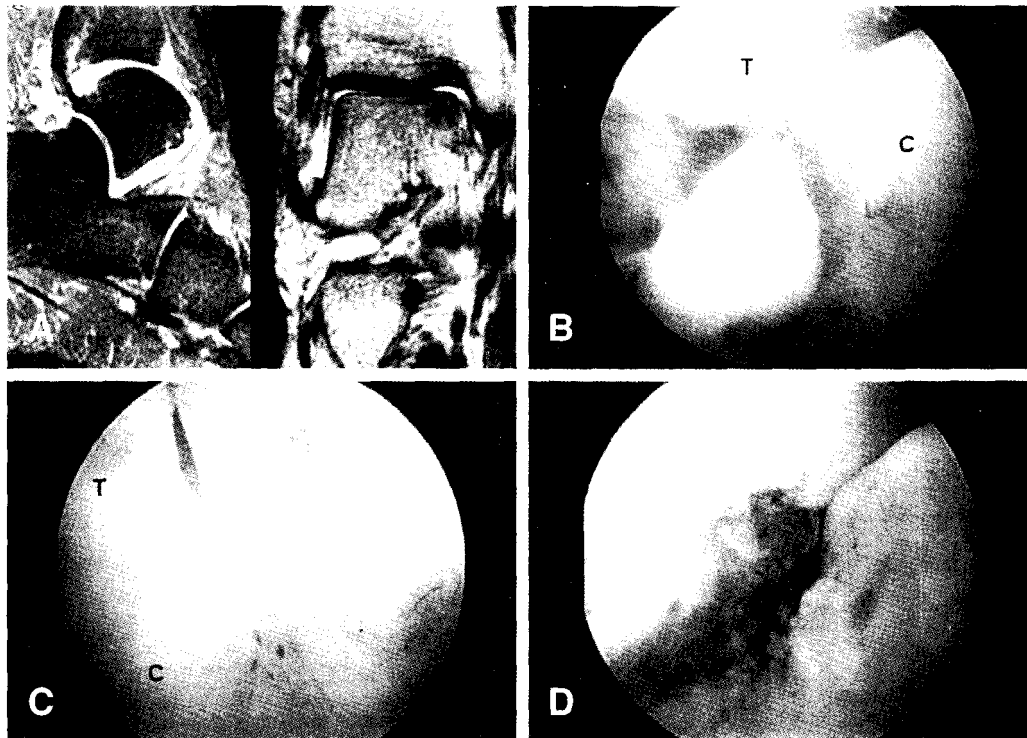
Subtalar arthroscopy was performed for 40 years old female patient with subtalar pain. (A) T2-weighted sagittal and coronal MRI scans show subtalar effusion and a loose body in the posterior aspect of subtalar joint. (B) This arthroscopic finding shows subtalar loose body (arrow). T: Talus, C: Calcaneus. (C) This arthroscopic finding shows hemorrhagic synovitis along the interosseous talocalcaneal ligament. T: Talus, C: Calcaneus. (D) Arthroscopic synovectomy and removal of a loose body were done.
